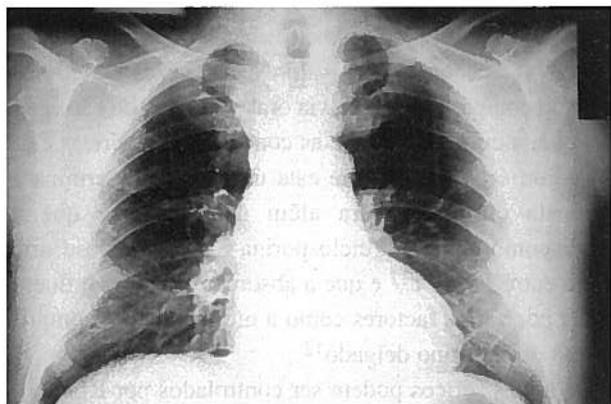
Radiografia do Tórax mostrando pneumonia bilateral
